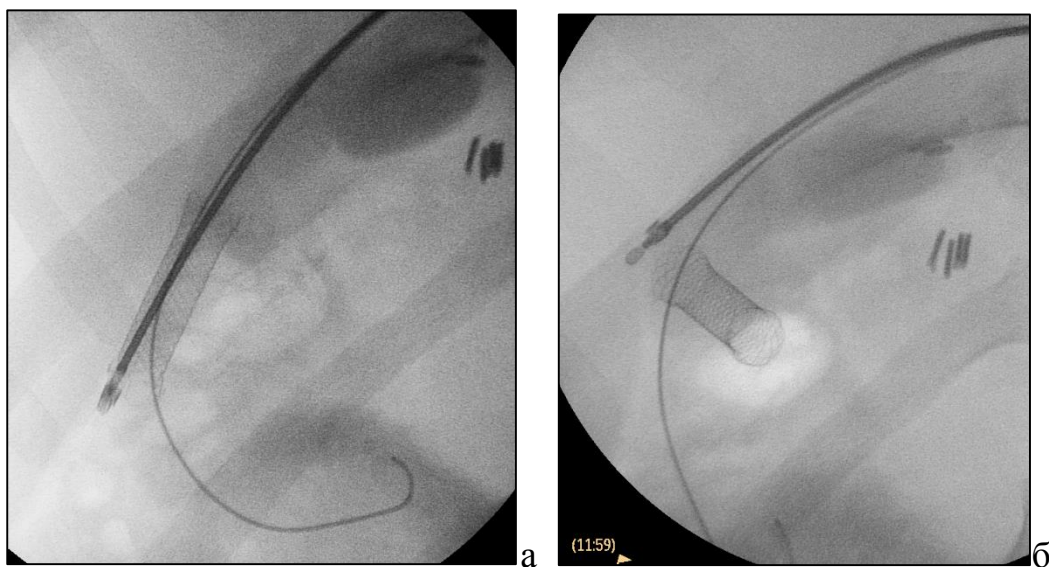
Рентгенограммы этапов извлечения стента: а – проксимальный край стента захвачен биопсийными щипцами, б – стент извлекается вместе с интродьюсером.
